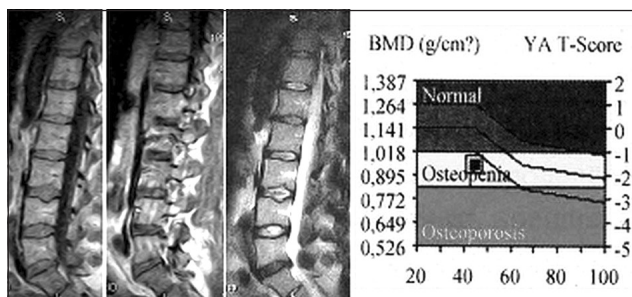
МРТ изображения. Т 2 ВИ в сагиттальной и фронтальной плоскостях демонстрируют линейный гиперинтенсивный сигнал в центральных отделах тела L I. Стрелка указывает на базивертебральную вену, вокруг которой определяется неравномерный периваскулярный отек, что подтверждают данные исследования в сагиттальной плоскости в режиме STIR (последняя МРТ) (а). Суммарные данные ДРА L I–L IV. Минеральная плотность кости снижена и соответствует остеопении (б)
